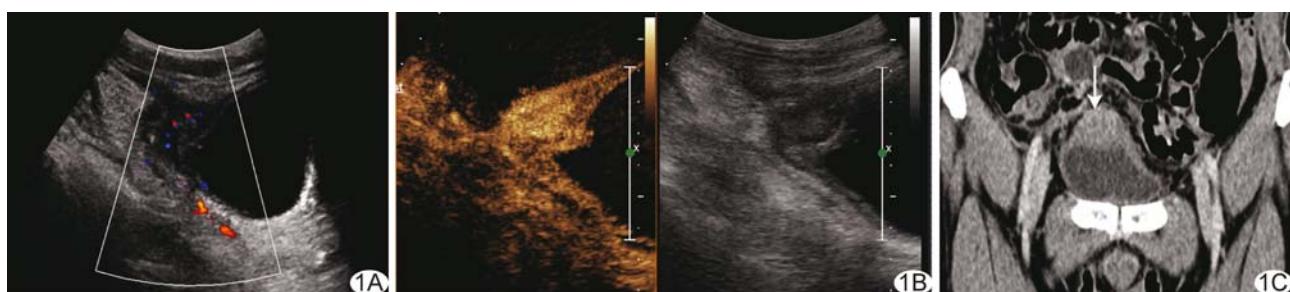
IMT 的影像学表现 A. CDFI 示肿块内部及周边可见少许血流信号; B. CEUS 见肿块呈不均匀高增强; C. CT 检查见肿块位于膀胱前壁(箭)
